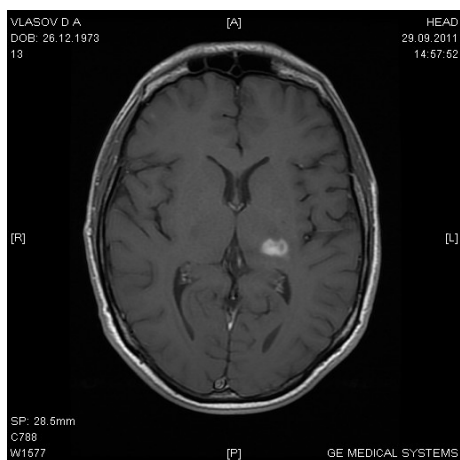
Больной В. Токсоплазмоз головного мозга. МРТ с контрастированием от 29.09.2011
